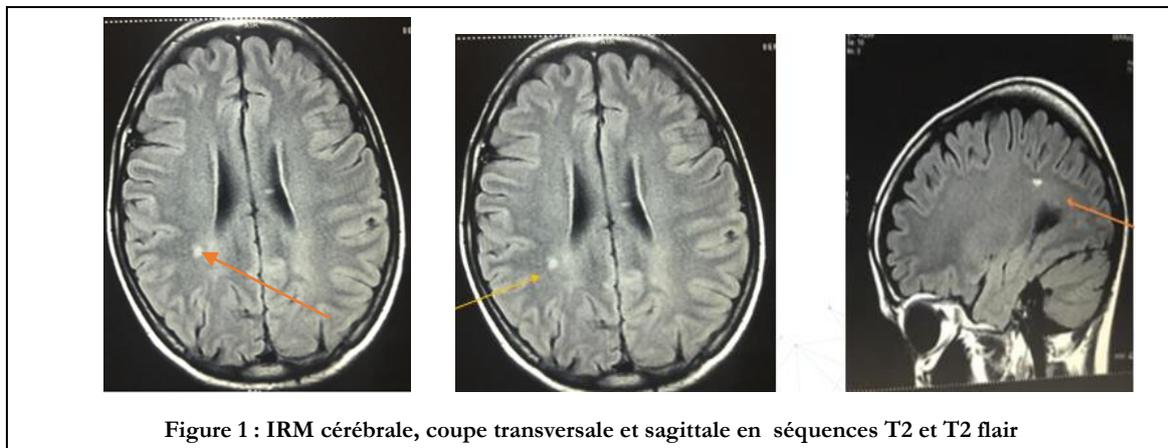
IRM cérébrale, coupe transversale et sagittale en séquences T2 et T2 flair
